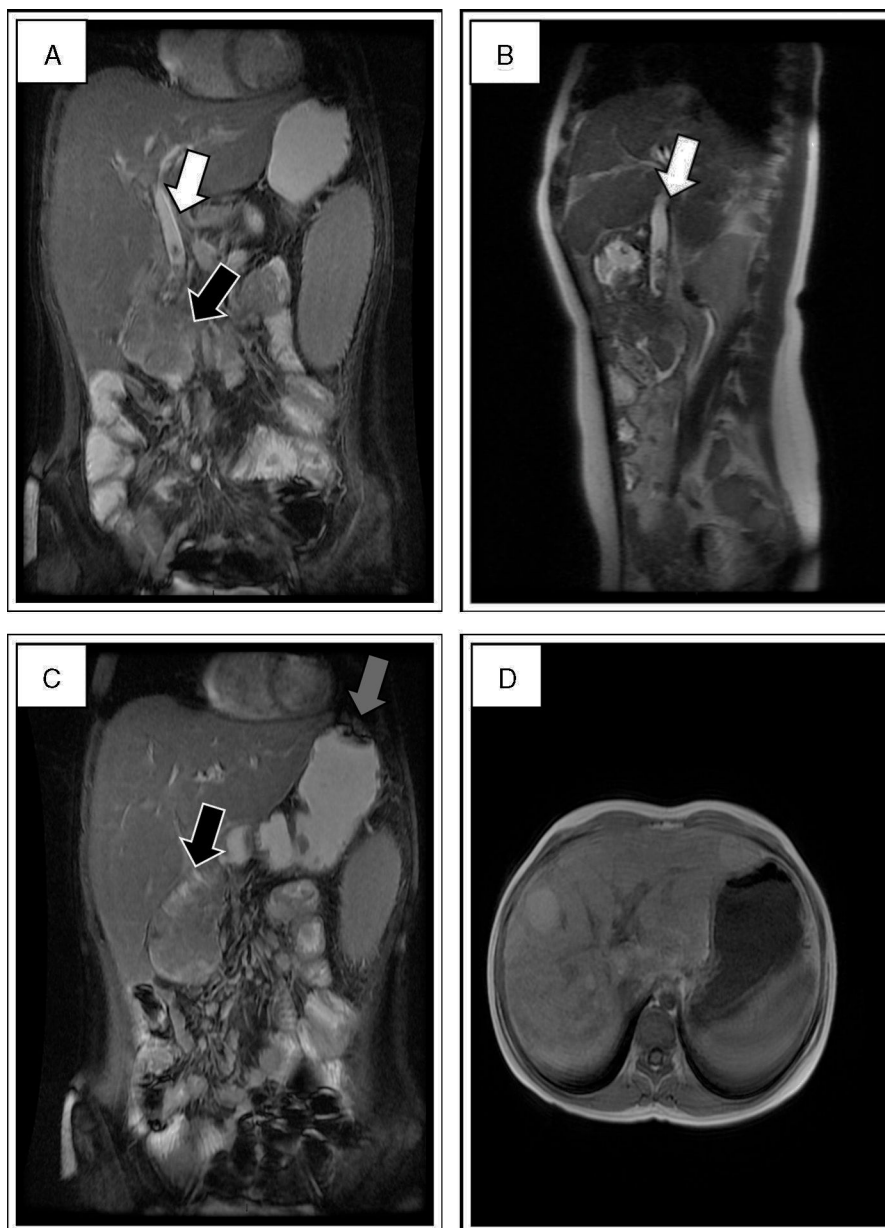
Colangiorresonancia en el que se documenta colédoco dilatado con defectos de señal en su interior que resaltan con el contraste, compatibles con pólipos (flechas blancas en A y B). En segunda porción de duodeno se encuentra lesión de $6,7 \times 4,8$ cm, hipointensa, con probable compromiso de la ampolla de Vater (flecha negra en A y C). Defectos de señal en fondo y antro gástrico sugestivos de pólipos (flecha gris en C). Se encuentran múltiples lesiones hiperintensas nodulares en el parénquima hepático que demuestra cirrosis (D).
